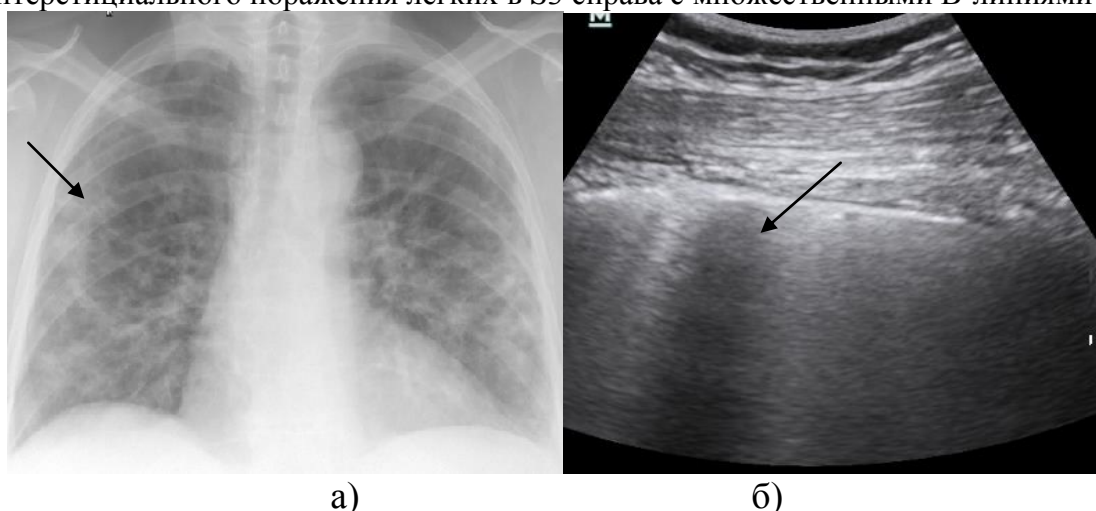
(а, б) – Отсутствие динамики пневмонии на 3-е сутки госпитализации по данным рентгенологического исследования. Сохраняются признаки уплотнения интерстициальной стромы легких (а). Ультразвуковое мониторирование пневмонии в S3 справа на 3 сутки госпитализации (1-ая контрольная точка) (б) - отмечается положительная динамика в виде уменьшения количества В-линий на единицу площади
